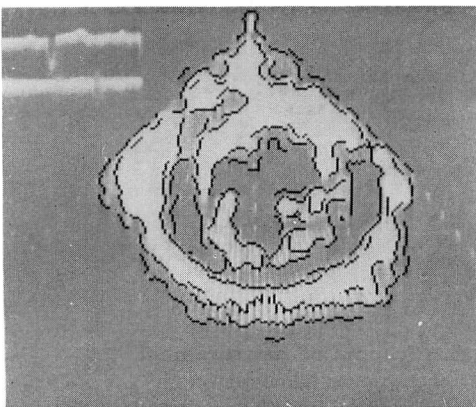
Edges determined by computer tracing of echo-signals, superimposed on the original two-dimensional echocardiogram.
